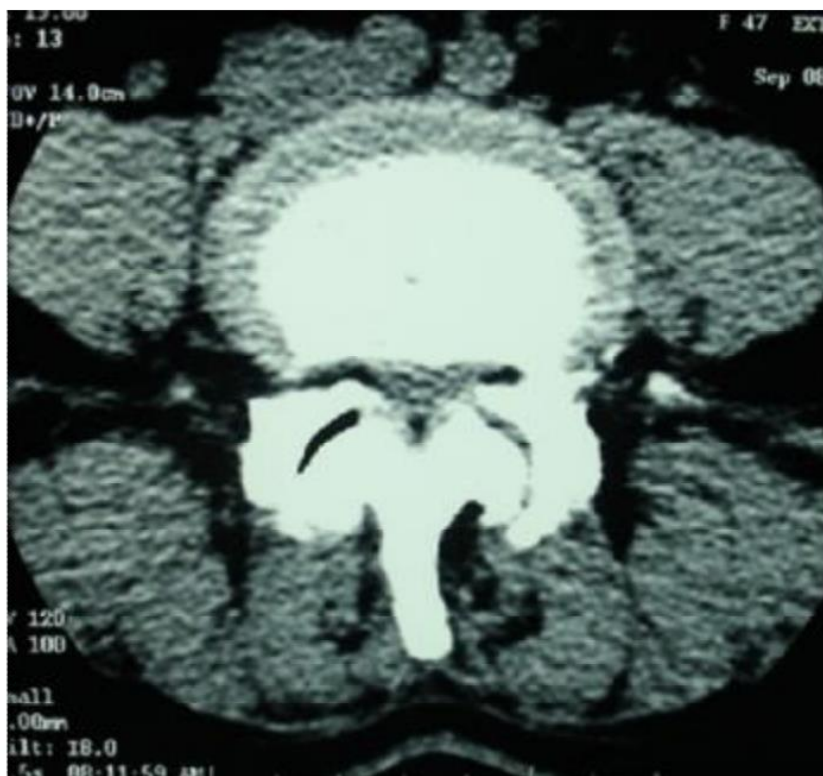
Coupe axiale d'une TDM lombaire en fenêtre parenchymateuse
